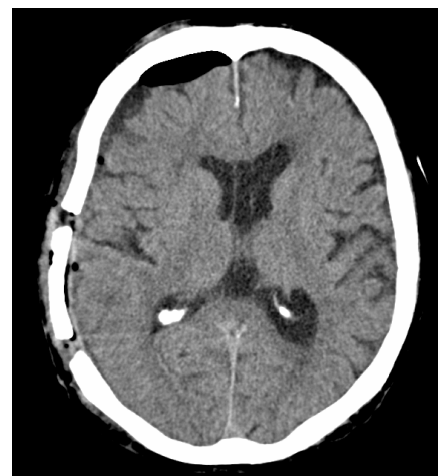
Пациент С., 40 лет. КТ-головного мозга после операции КПТЧ
